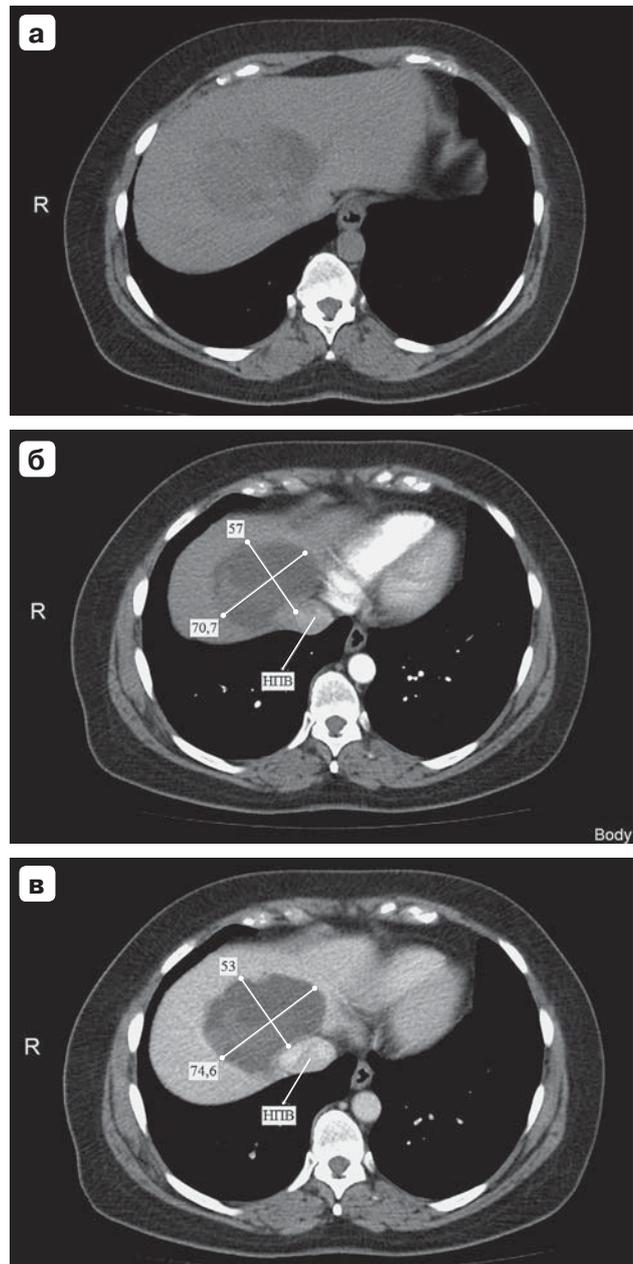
Компьютерные томограммы. Новообразование правой доли печени: а – нативная фаза исследования; б – артериальная фаза исследования, новообразование тесно прилегает к печеночному сегменту НПВ; в – паренхиматозная фаза исследования, видна инвазия в НПВ.
